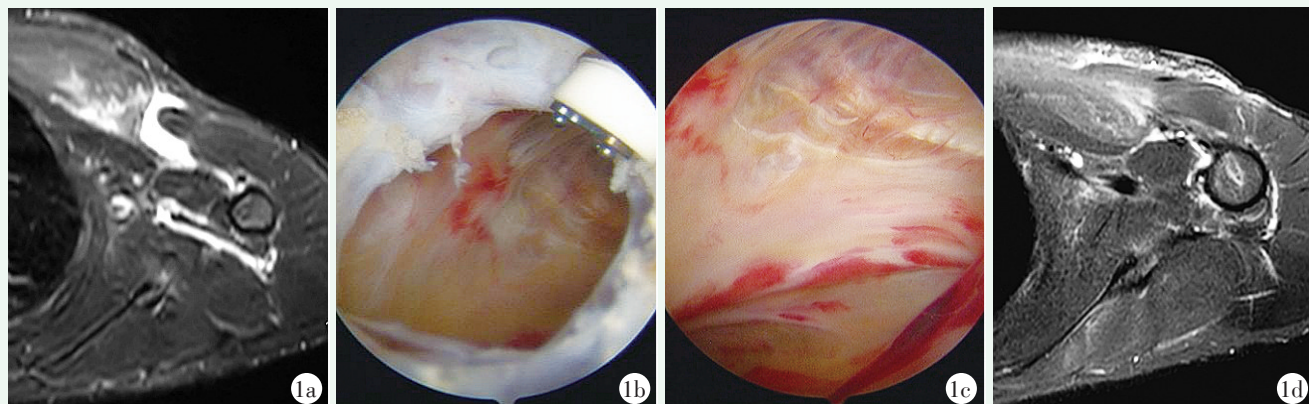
患者,男,40 岁,运动时导致左侧胸大肌撕裂伤。1a: 术前 MRI 显示胸大肌肱骨止点肌腱撕裂,断端回缩;1b: 关节镜下探查找到胸大肌撕裂的肌腱残端;1c: 经充分松解后,肌腱有一定的移动度;1d: 胸大肌肌腱残端复位,将 Footprint 锚钉打入预制的骨孔内,收紧缝线,修复胸大肌腱肱骨止点。术后磁共振检查显示胸大肌肌腱复位固定位置及形态良好。
